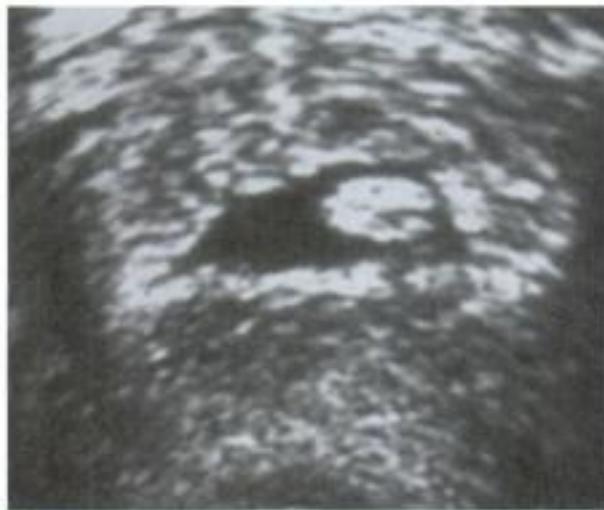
Aspect échographique et hystéroscopique d'un polype endométriale (hyperéchogène) en endosonographie.
